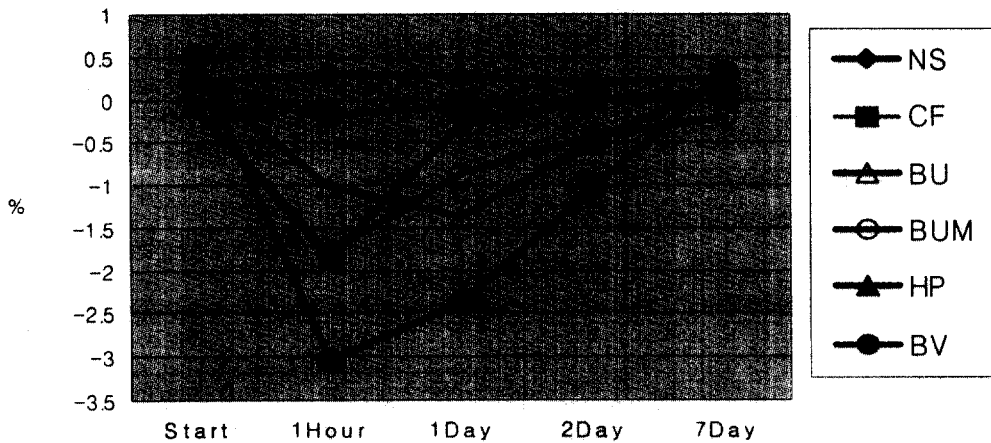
The Changes of CT in each group
